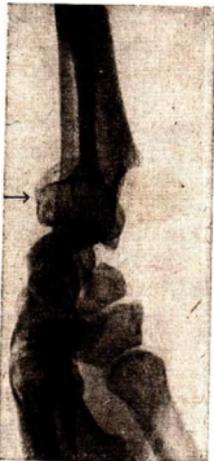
Röntgenaufnahme eines typischen Speichenbruches
